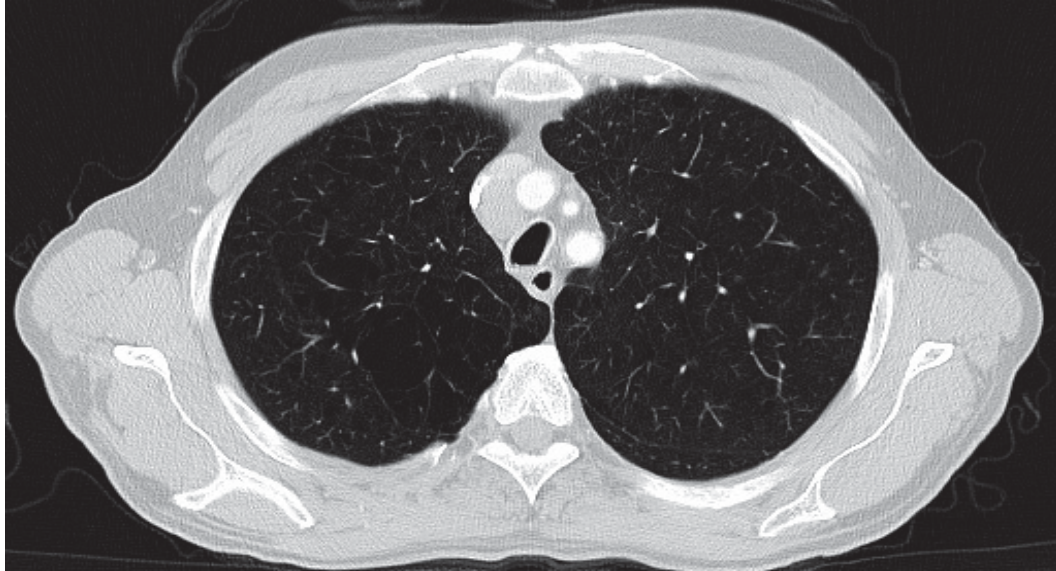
panlobuläres Emphysem im CT (Quelle: institutseigene Daten)
